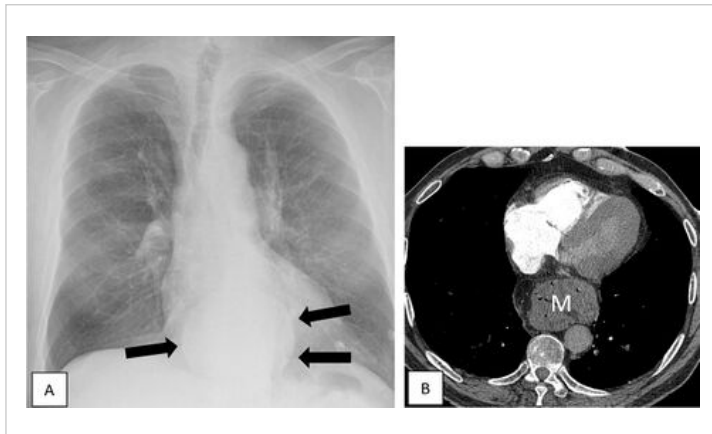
A. Opacité arrondie à contours nets (témoignant de la présence d'une interface tissu hydrique-tissu aérique) en projection de la silhouette cardiaque (flèches). B. Masse médiastinale postérieure à contenu partiellement aérique, d'allure digestive (« M ») sur la TDM thoracique avec injection de produit de contraste. Hernie hiatale
